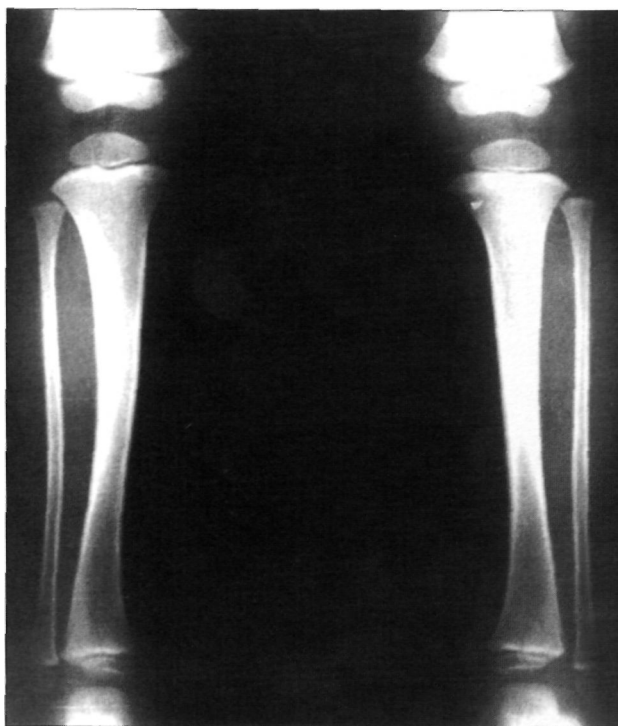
Radiografía anteroposterior y perfil 1 año más tarde que muestra como la deformidad ha disminuido notablemente aunque todavía es evidente.
